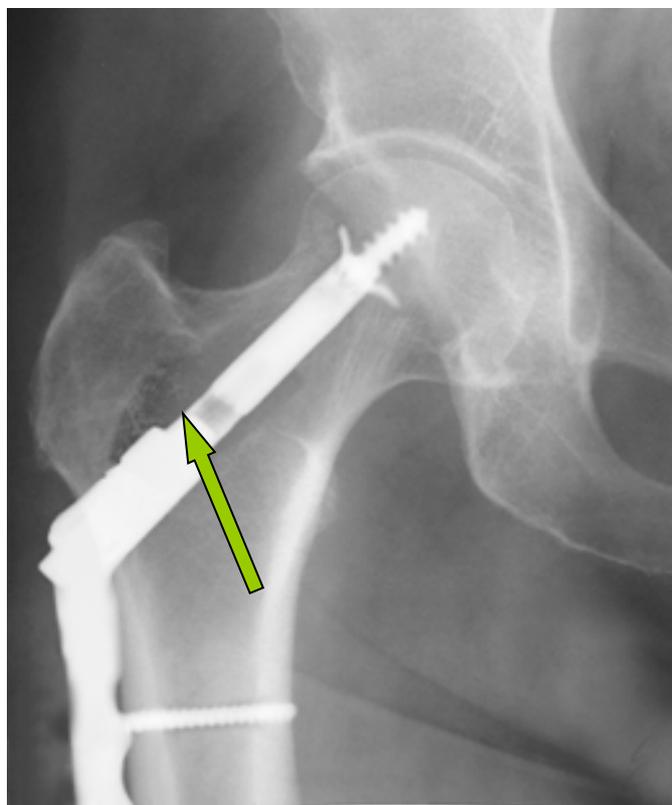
Рентгенограмма правого тазобедренного сустава пациента Б. после операции (стрелкой указан остеосинтез новой металлоконструкцией)
